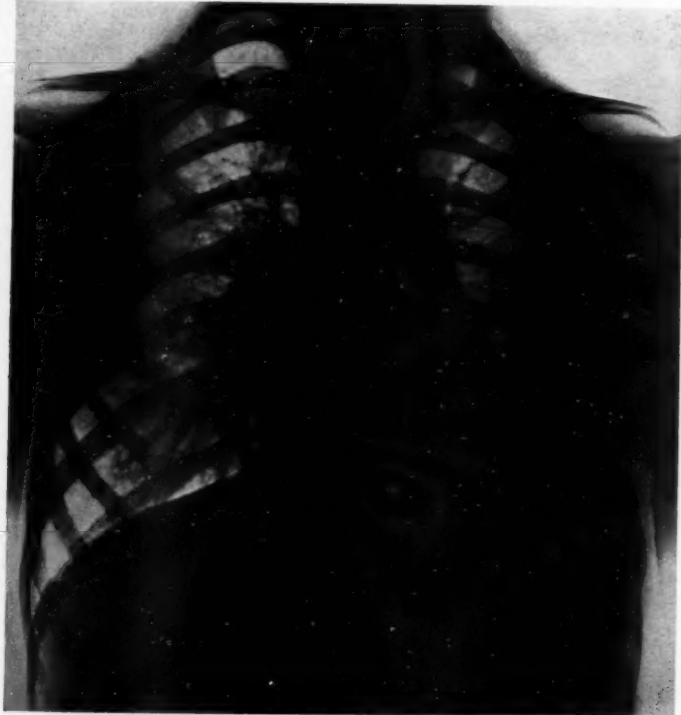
Radiographie faite après la radiothérapie.
